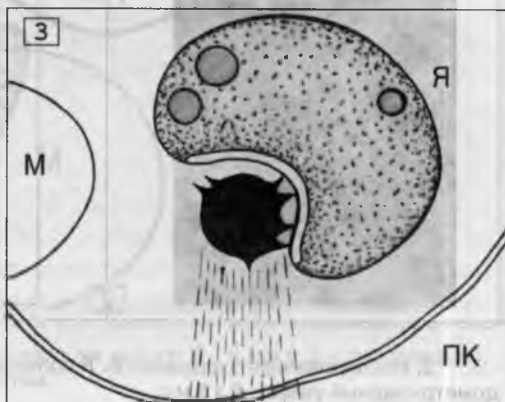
ТВ-УЗИ. Эндометриоидная гетеротопия на капсуле Я.
